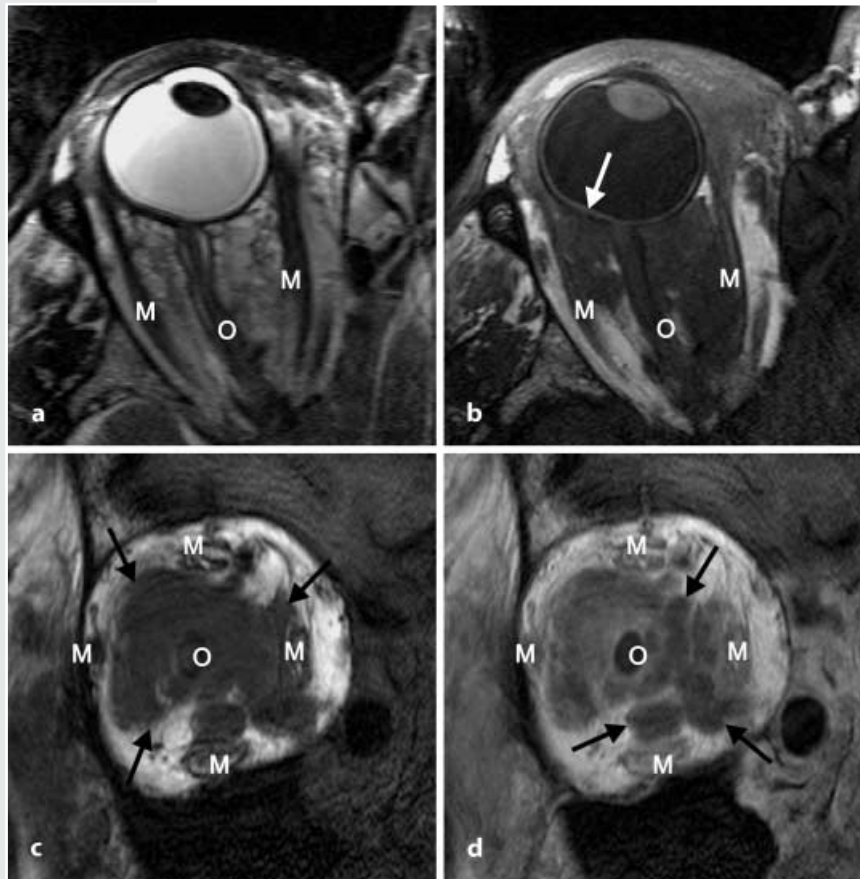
d ▲ Kavernoöses Hämangiom (intrakal). a MRT T2-Gewichtung, transversal, große, septierte Raumforderung, die den gesamten intrakalen Raum ausfüllt. b MRT T1-Gewichtung nativ, transversal, Verdrängung der Augenmuskulatur und Eindellung des Bulbus durch den signalarmen Tumor (Pfeil). c MRT T1-Gewichtung nativ, koronar, Respektierung des Muskelkonus durch die Raumforderung (Pfeile). d MRT T1-Gewichtung nach intravenöser Kontrastmittelanwendung, koronar, fleckige Kontrastmittelanahme im Tumor, einzelne Areale bleiben signalarm (Pfeile), gute Abgrenzung vom wenig kontrastmittelannehmenden Sehnervenkomplex. M Augenmuskulatur, O Sehnerv
